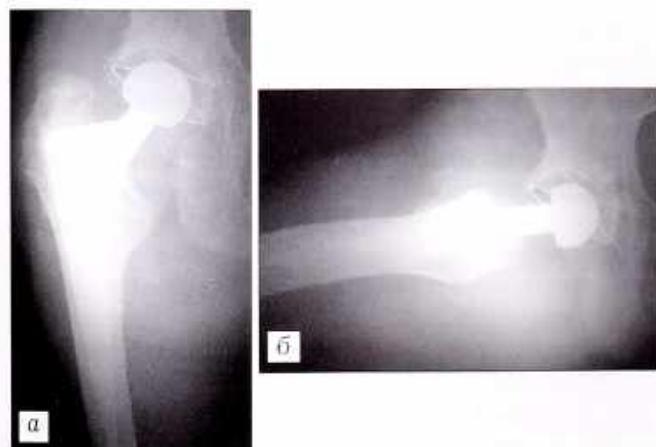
Рентгенограммы больной К., страдающей ревматоидным артритом тазобедренного сустава, стероидиндуцированным остеопорозом, через 4 года после эндопротезирования имплантатом «Сфен-Ц».
